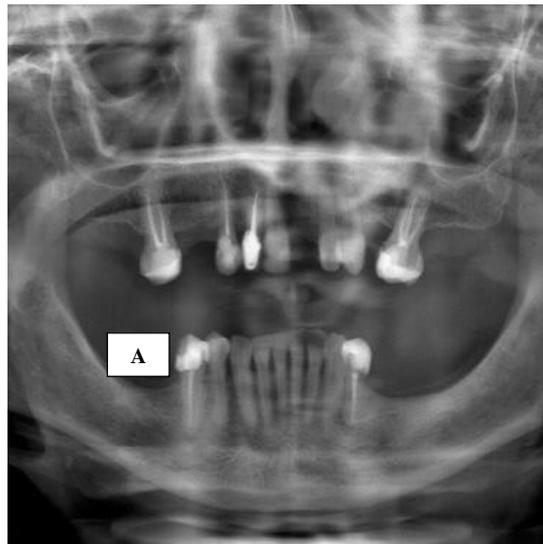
Radiografia panorâmica. (Fonte: Arquivo pessoal.)
